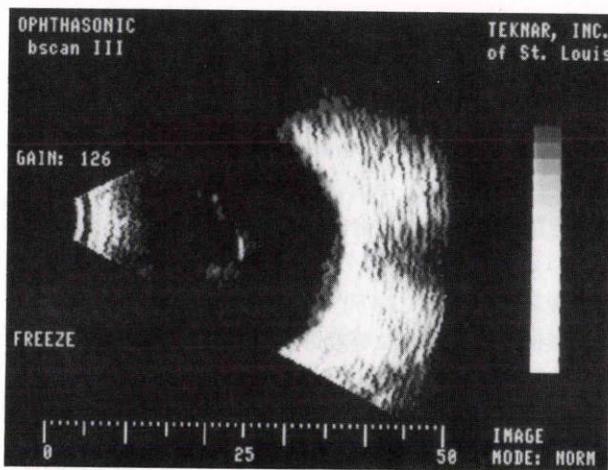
症例1の超音波断層像。硝子体腔内には膜様エコーを認める。
